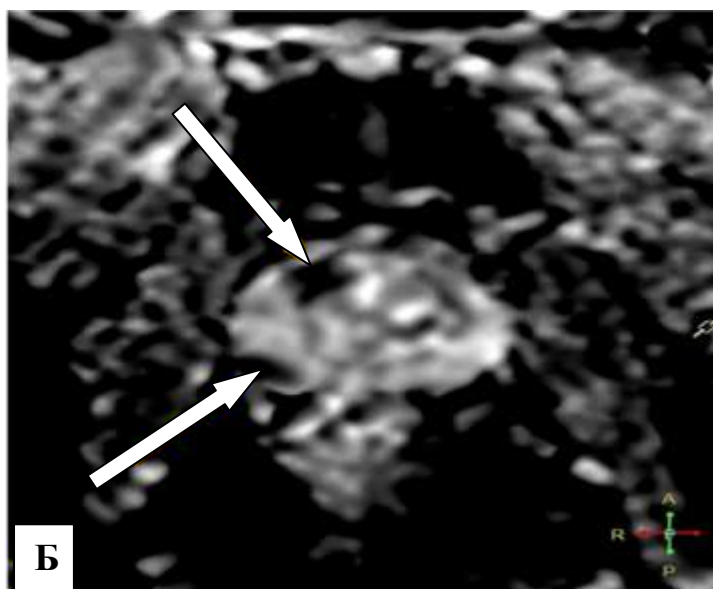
ИКД-карта — в периферической зоне правой доли ПЖ на 7 и 11 часах условного циферблата определяются гипоинтенсивные очаги (ограничения диффузии). PI-RADS — 4 балла.
